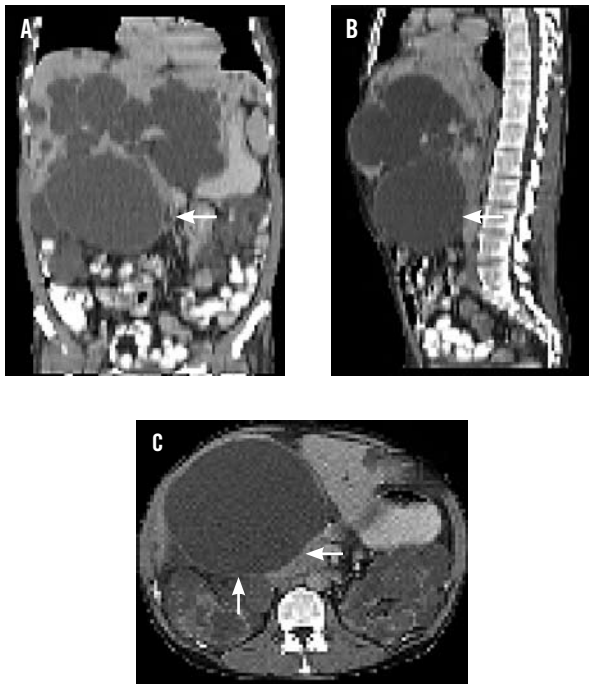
Enfermedad poliquística renal autosómica dominante del adulto. TAC 3 D Abdominopelviana. Gran quiste dominante derecho (Flechas). Se realizó quistectomía laparoscópica transperitoneal. (A) Plano coronal, (B) Plano sagital, (C) Plano axial.*
